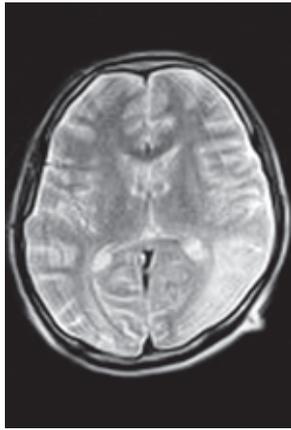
МРТ головного мозга пациента М.
